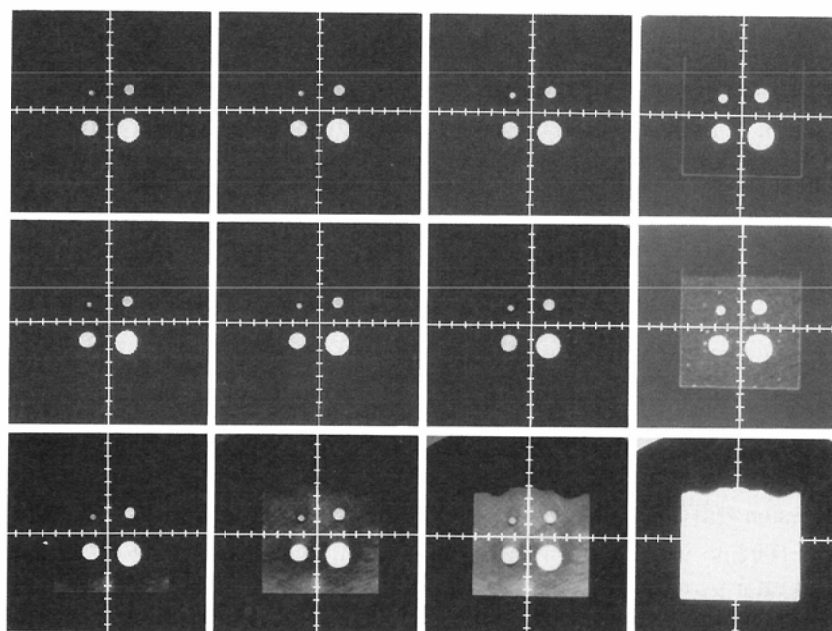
CT appearance of nodules within various materials. Air (top), lung (middle), and fat (bottom). Four window settings, 30/300, 30/500, 30/1000, and -700/1000 in WL/WW, from left to right. The nodules in the fat equivalent material are greater, regardless of the window settings. However, they are invisible with the window setting of -700/1000.
